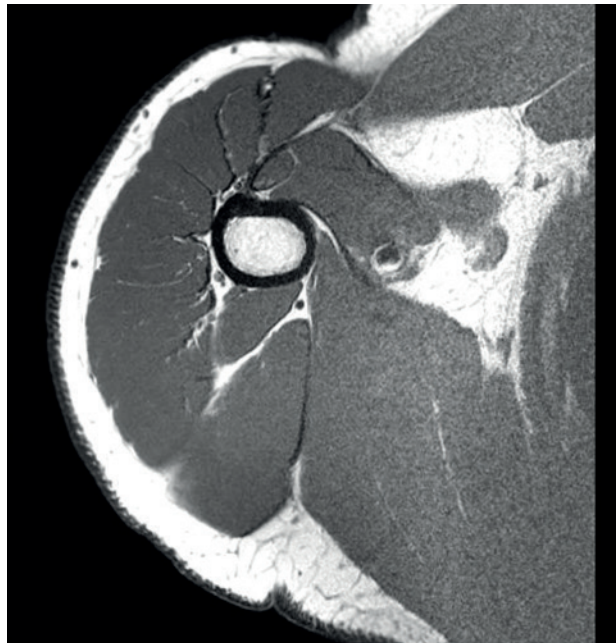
IRM bruitée d'une épaule (facteur multiplicatif de 1,205 appliqué sur toute l'image), PSNR = 46,3 dB.
